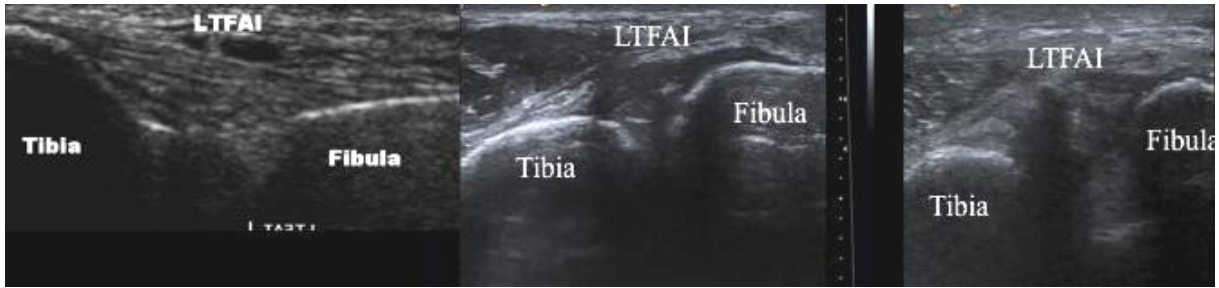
ligament tibio-fibulaire antérodistal (LTFAI), coupes échographiques axiales obliques. Aspect normal, entorse bénigne avec un ligament épaissi mais continu, entorse grave avec rupture ligamentaire et diastasis inter-tibio-fibulaire lors de la flexion dorsale du pied
